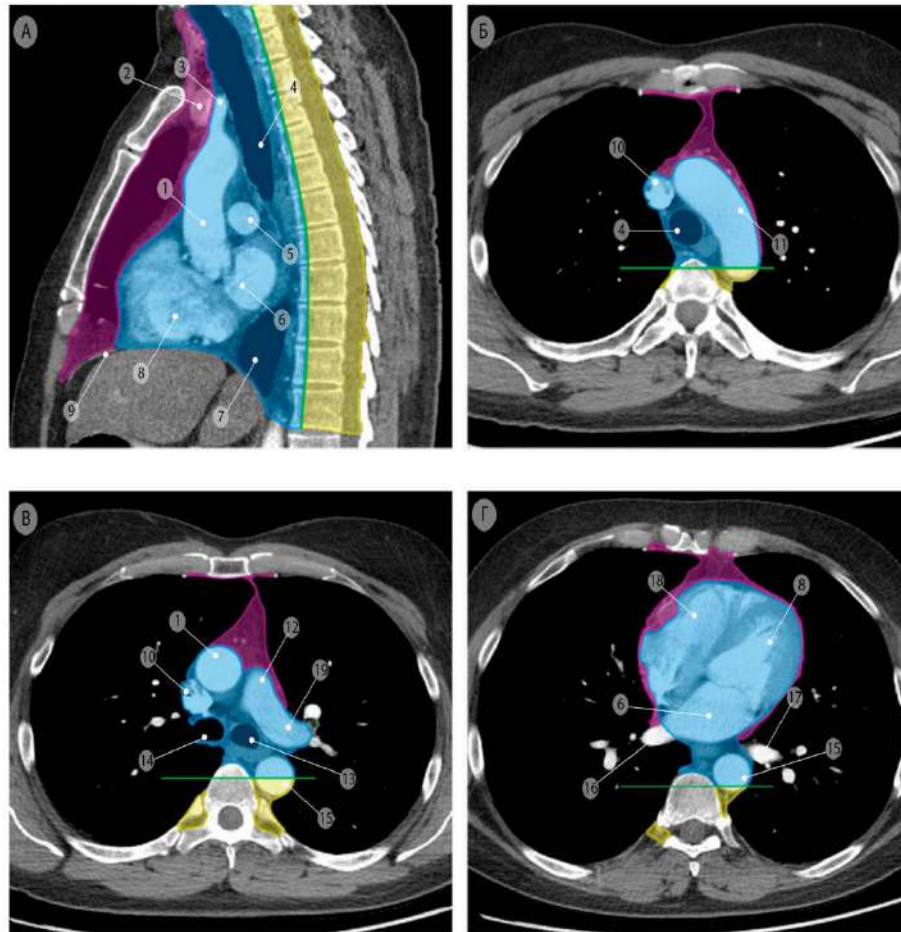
Отделы средостения по классификации ITMIG [168]. Компьютерные томограммы в сагиттальной (а) и аксиальной проекции (б, в, г). Фиолетовым цветом обозначено переднее, голубым – среднее, жёлтым – заднее средостение. Зелёной линией указана граница между средним и задним отделами. 1 – восходящая часть аорты; 2 – левая плечеголовная вена; 3 – плечеголовной артериальный ствол; 4 – трахея; 5 – правая лёгочная артерия; 6 – левое предсердие, 7 – правое лёгкое; 8 – левый желудочек сердца; 9 – диафрагма; 10 – верхняя полая вена; 11 – дуга аорты; 12 – общий ствол лёгочной артерии; 13 – левый главный бронх; 14 – правый главный бронх; 15 – нисходящий отдел аорты; 16 – правая нижняя лёгочная вена; 17 – левая нижняя лёгочная вена; 18 – правый желудочек сердца; 19 – левая лёгочная артерия
